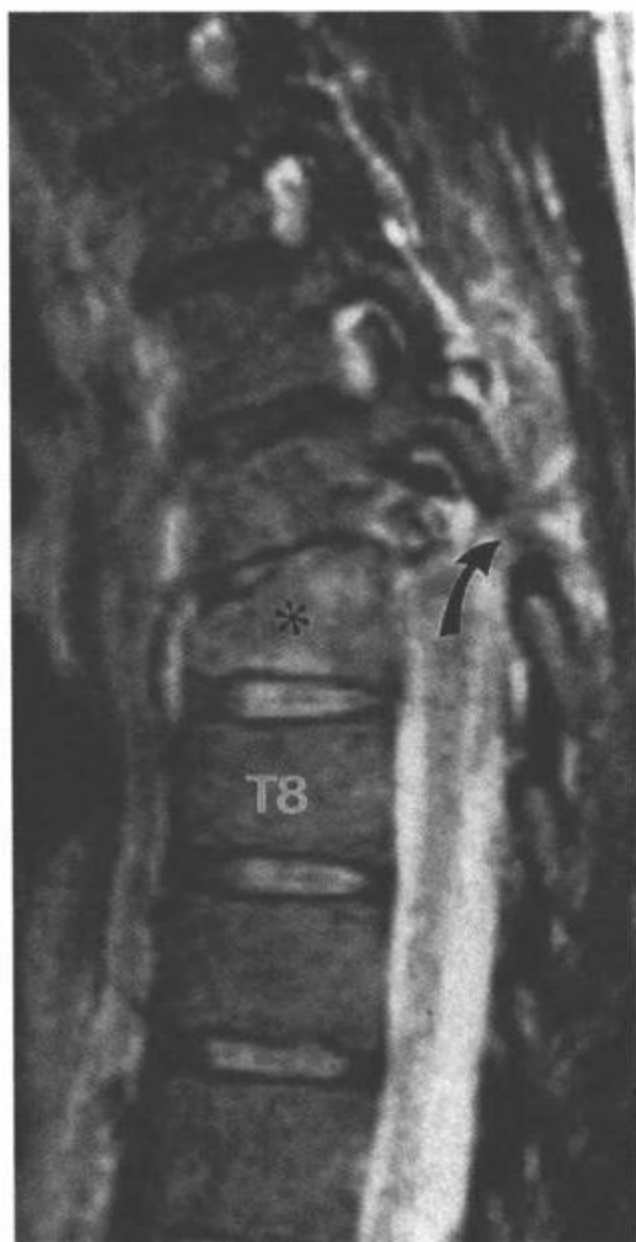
椎小关节脱位。矢状面快速自旋回波 (FSE) T2 加权图像。T7 椎体骨折变形, 椎体前部高度丧失。继发于压缩性损伤的 T7 骨髓呈高信号 (星号)。T6/T7 右侧椎小关节断裂 (弯箭)。(From: Flanders AE, Croul SE. Spinal trauma. In: Atlas SW. Magnetic Resonance Imaging of Brain and Spine. 3<sup>rd</sup> ed. Philadelphia: Lippincott Williams & Wilkins; 2002:1786, with permission.)
